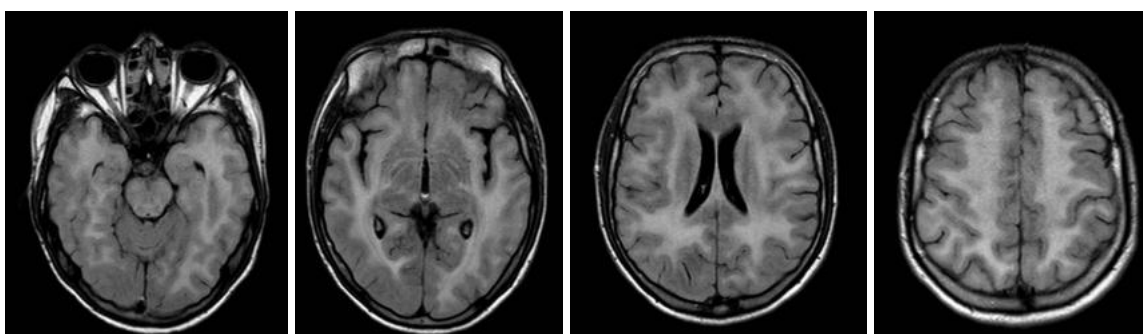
Ressonância de crânio T2/FLAIR
